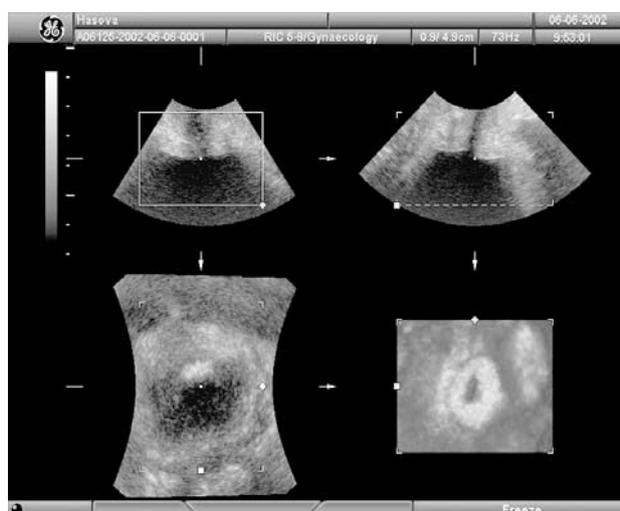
Трехмерная УЗИ реконструкция внутреннего сфинктера уретры
